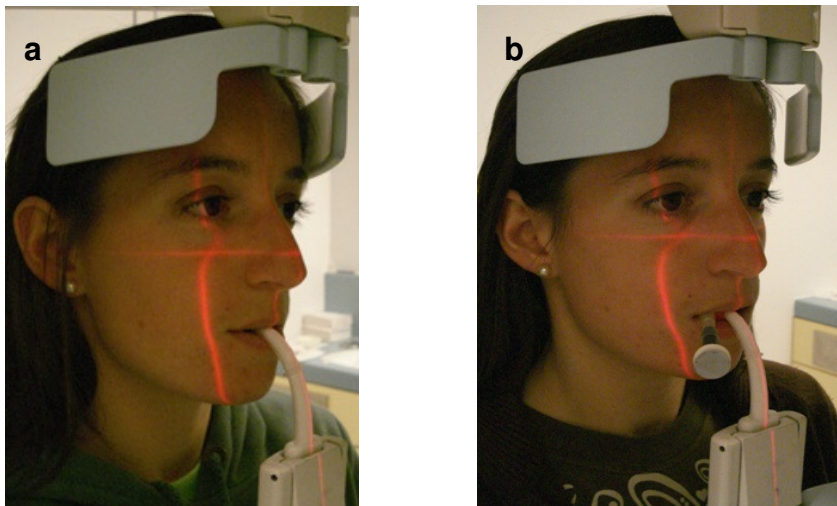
Positionierung des Patienten im Röntgengerät: (a) bezahnter Patient ohne MTP, (b) bezahnter Patient mit MTP.
